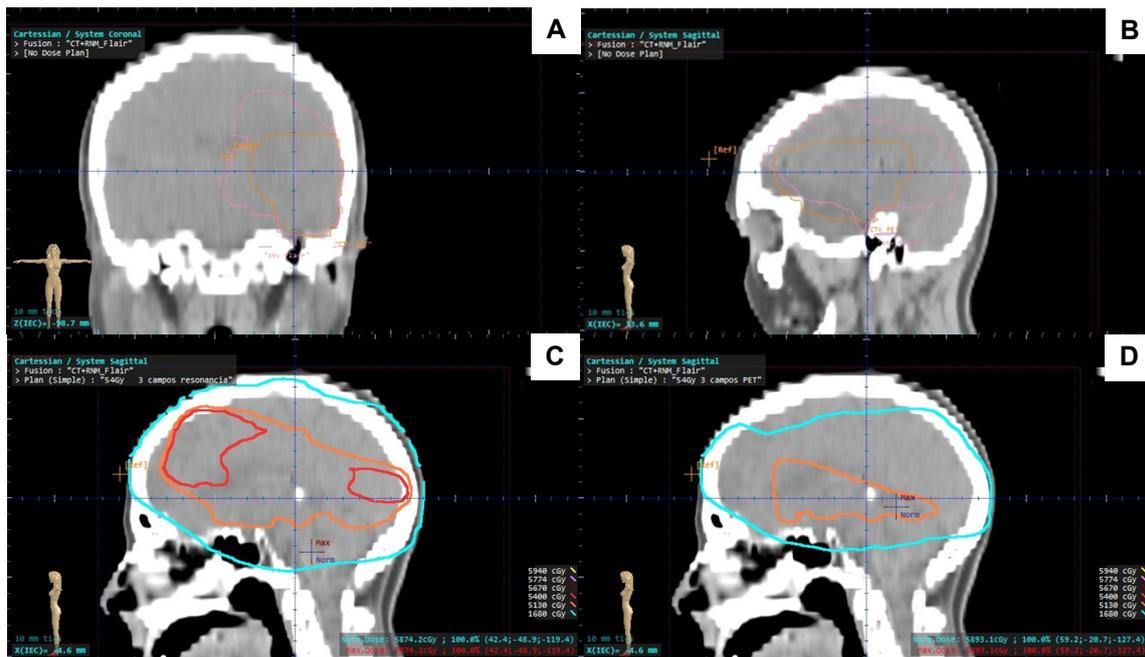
A. Corte coronal. En línea rosada contorneo CTV según RM, de color naranja contorneo según PET. B. Corte sagital. En línea rosada contorneo CTV según RM, de color naranja contorneo según PET. C. Corte sagital. Plan de tratamiento según contorneo por RM. D. Corte sagital. Plan de tratamiento según contorneo por PET.
